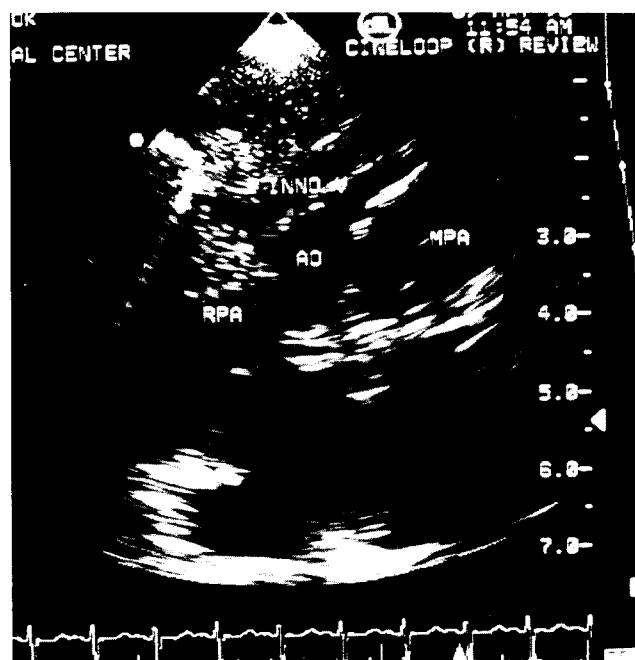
Echocardiograph showing anomalous origin of RPA from ascending aorta preoperatively.
